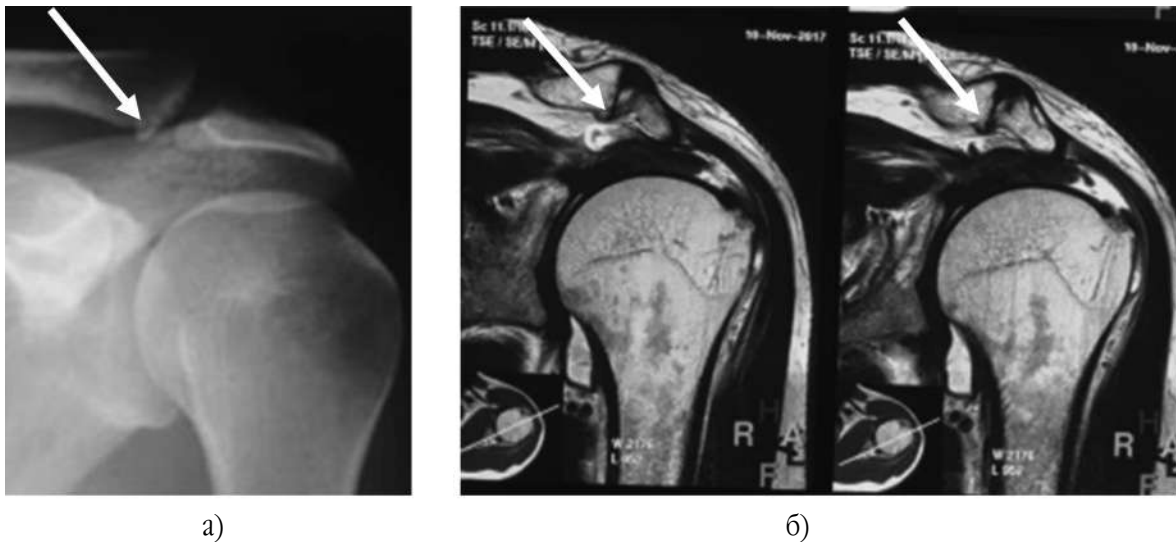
Розрив сухожилка надостьового м'язу та деформуючий артроз ключично-акроміального суглоба: а) рентгенографія (пряма проекція); б) МРТ (фронтальні зрізи). Стрілкою показано крайове кісткове розростання
